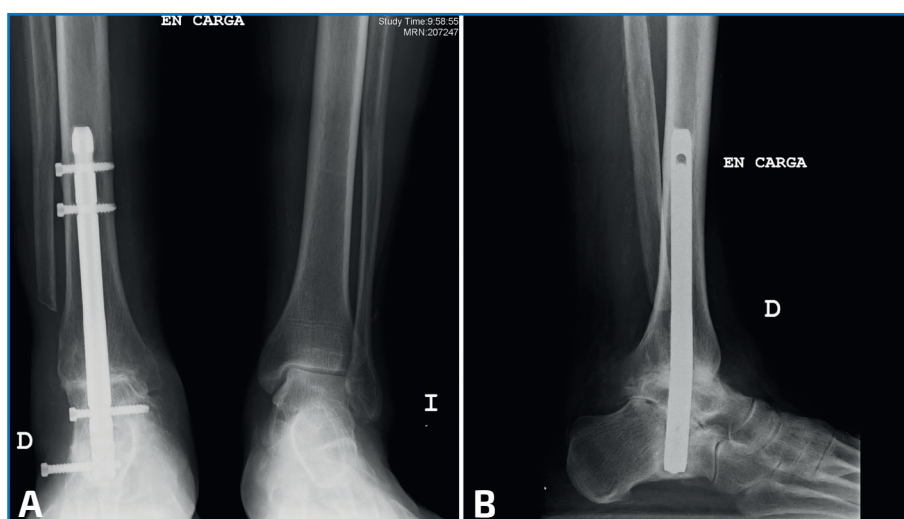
Radiografía en proyección anteroposterior de ambos tobillos en carga (A) que muestra una posición en varo de una artrodesis tibiotocalcánea. La proyección lateral (B) muestra los mismos signos de varización que se reseñaron en la Figura 1. El paciente manifestaba una rigidez importante en el conjunto tobillo-pie y una sobrecarga lateral con dolor en el quinto radio.
